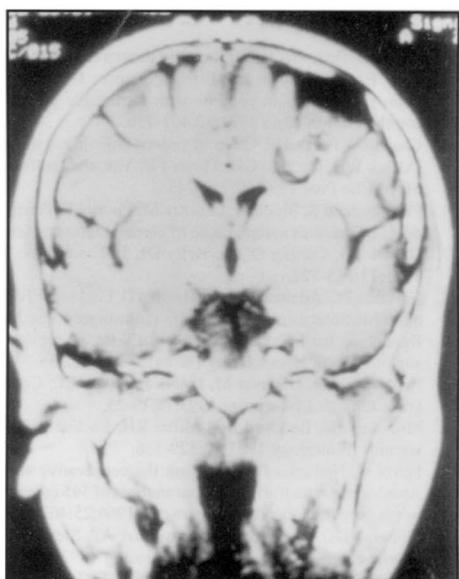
Caso 2. RM encefálica. Lesão arredondada hipointensa na porção inferior, que não foi realçada com o contraste (T1). Área com hiposinal sobre o córtex local, sugerindo cisto de aracnóide e erosão óssea da tábua interna.
